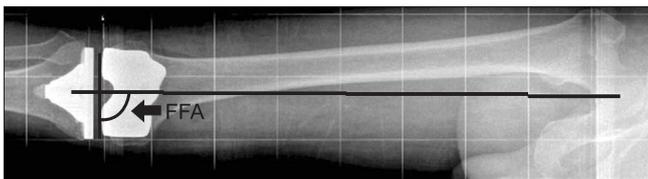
Radiograph showing the mechanical axis in the coronal plane. The alignment of the coronal femoral components was measured by the intersection of a line drawn across the base of each component and the mechanical axis. FFA, frontal femoral angle.
